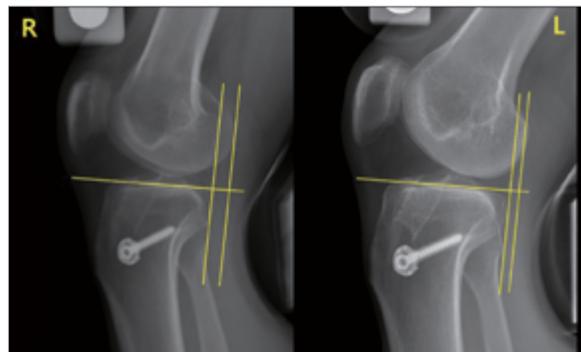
전방십자인대 재건술 후 시행한 전방 스트레스 방사선 촬영 사진.
